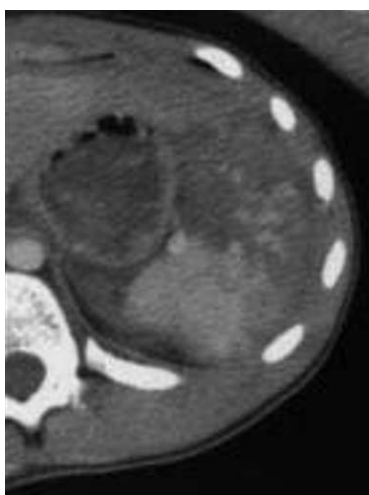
13 ans, Chute de vélo. Tension artérielle systolique : 104 mm Hg, Hb : 11,8 g. TDM : fracture comminutive de la rate, hémopéritoine péri-splénique. Surveillance 10 jours. Pas de transfusion. Traitement conservateur.
